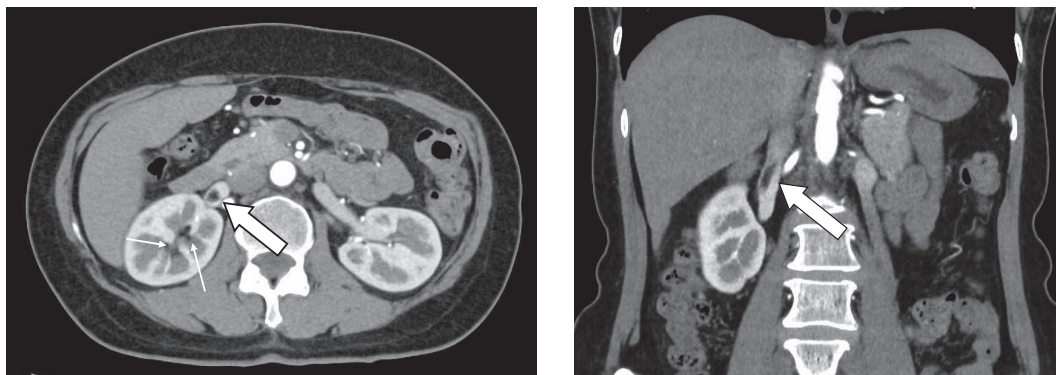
Contrast-enhanced CT shows a tumor thrombus (major arrows) at the right renal vein and IVC and fatty concentration nodules can be seen in the right renal sinus (minor arrows).
